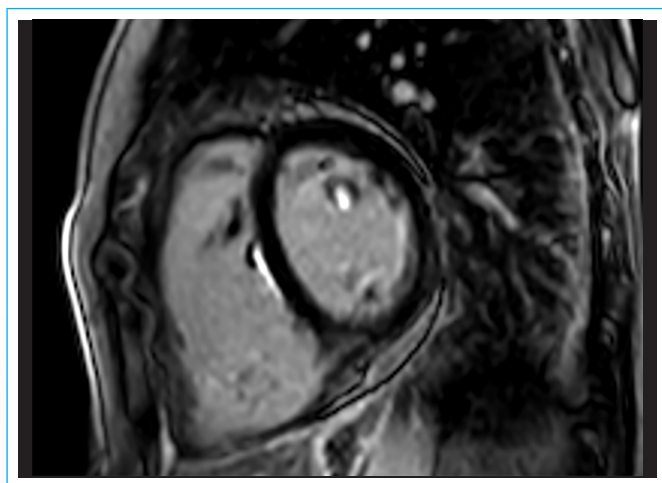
Resonancia magnética, secuencia de realce tardío. Se puede observar dos pequeños focos de realce intramiocárdico de tipo no isquémico, en el ventrículo izquierdo en el músculo papilar anterolateral y subendocárdico en el lado derecho del septo interventricular.
